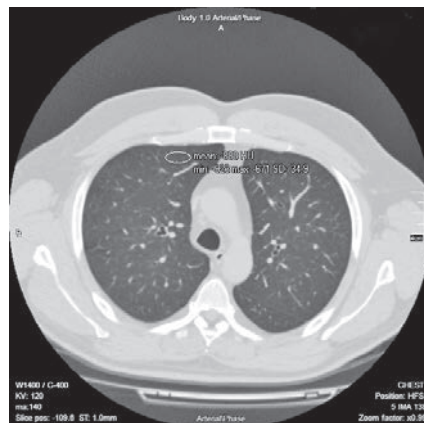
Аксіальний зріз КТ ОГК хворого А. за декілька місяців до захворювання на COVID-19
